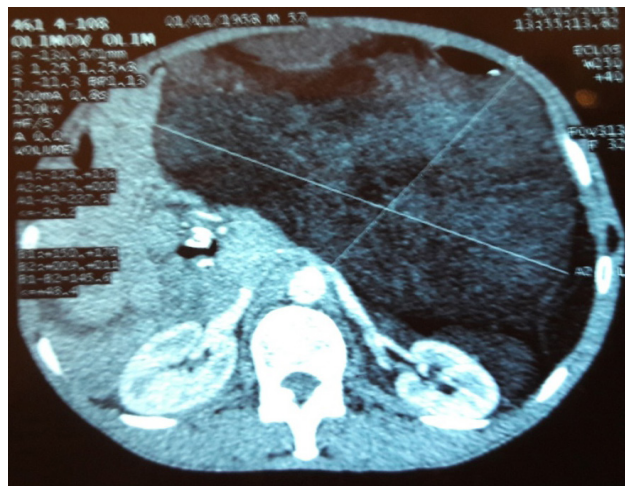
КТ- картина больного с распадом и разрывом опухоли правой доли печени.
